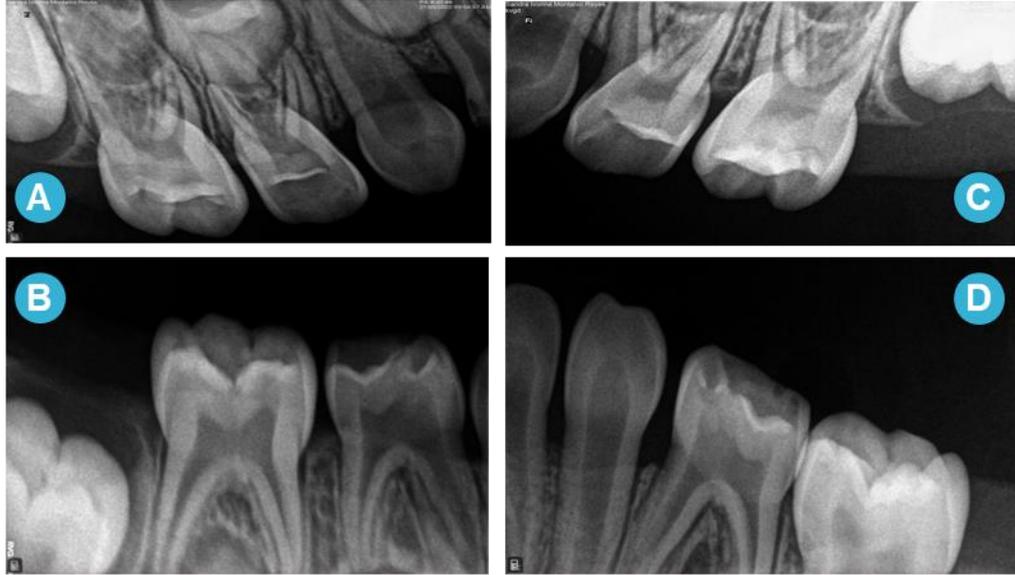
Radiografías periapicales iniciales
